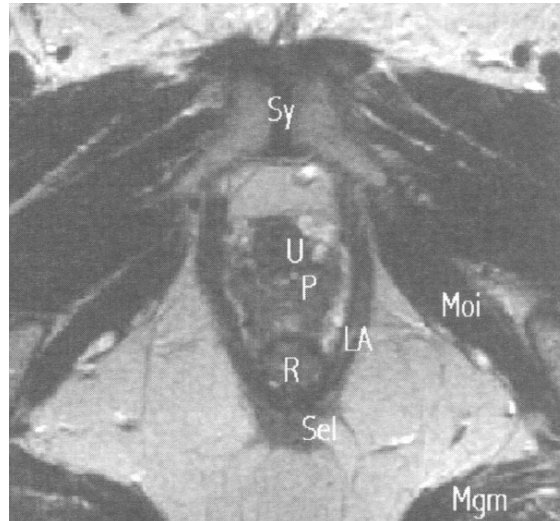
Level I v obraze magnetické rezonance*
